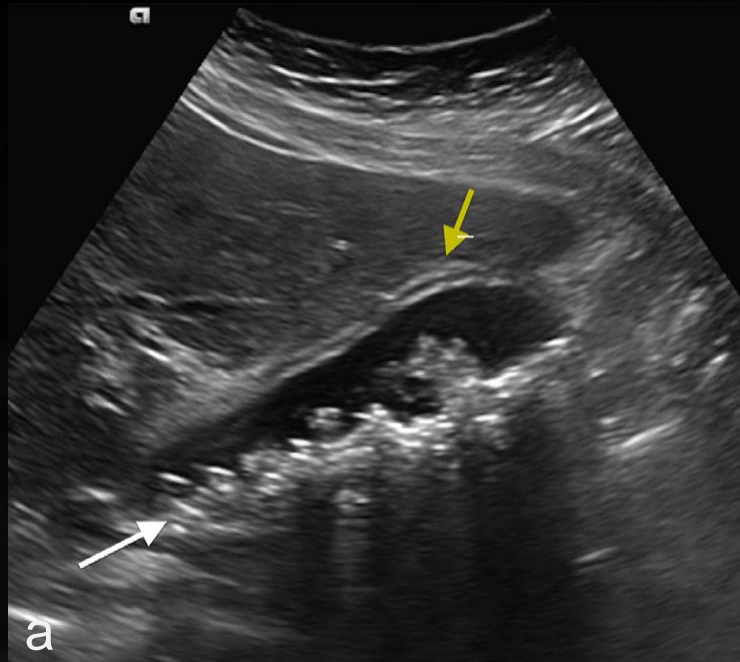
(A) Ultrasonido en escala de grises que demuestra vesícula biliar con múltiples litos biliares con sombra acústica posterior (flecha blanca), así como engrosamiento de la pared vesicular (flecha amarilla). (B) Ultrasonido con aplicación Doppler color con aumento de la vascularidad con pared engrosada (flechas blancas).
